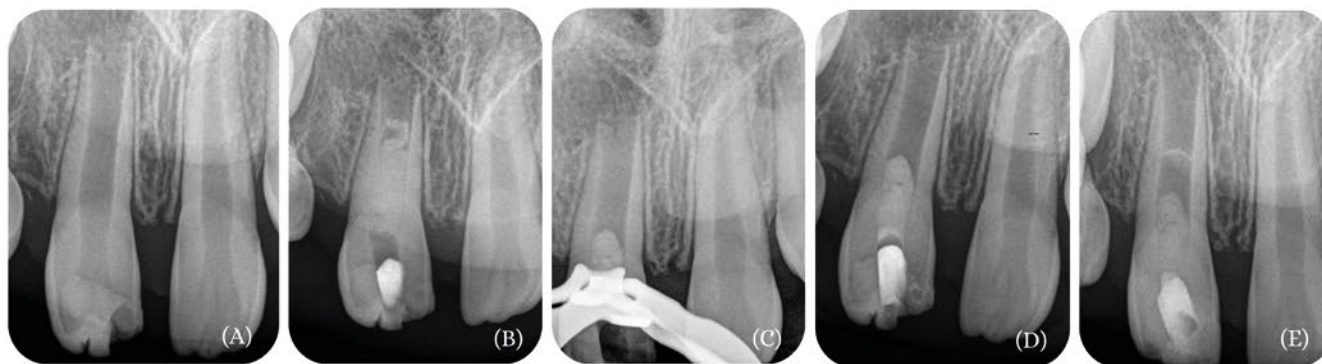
(A): Radiografia Periapical Inicial; (B): Primeira sessão com Medicação Intracanal, Teflon e Restauração Provisória; (C): Colocação de Biodentine; (D): Radiografia Final - Restauração Definitiva; (E): Follow Up 6 Meses.
